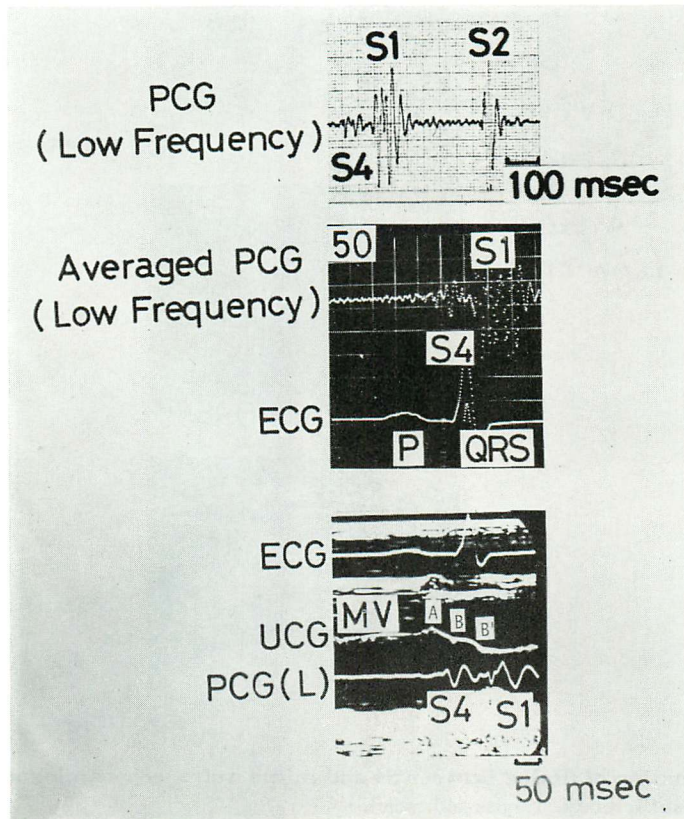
Relationship of timing between S4 and mitral valve echocardiogram in a patient with myocardial infarction (55-year-old male).
